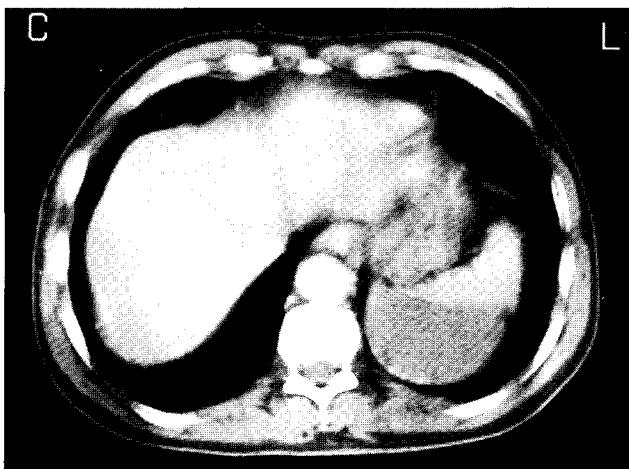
Abdomen CT scan 1
